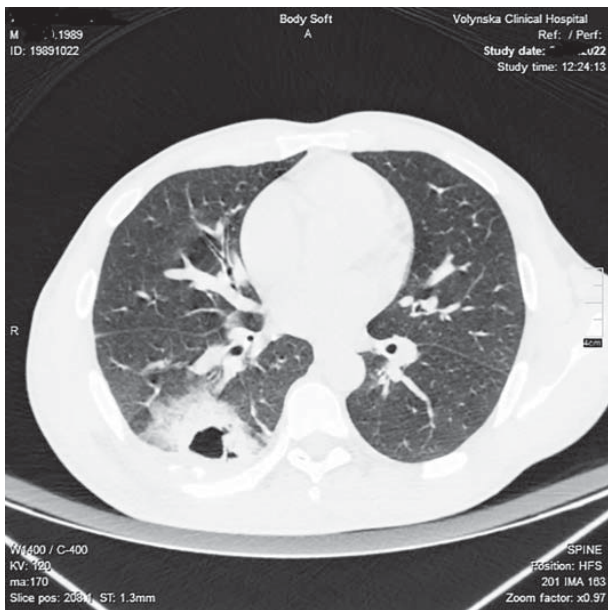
КТ ОГК на 9 добу захворювання
